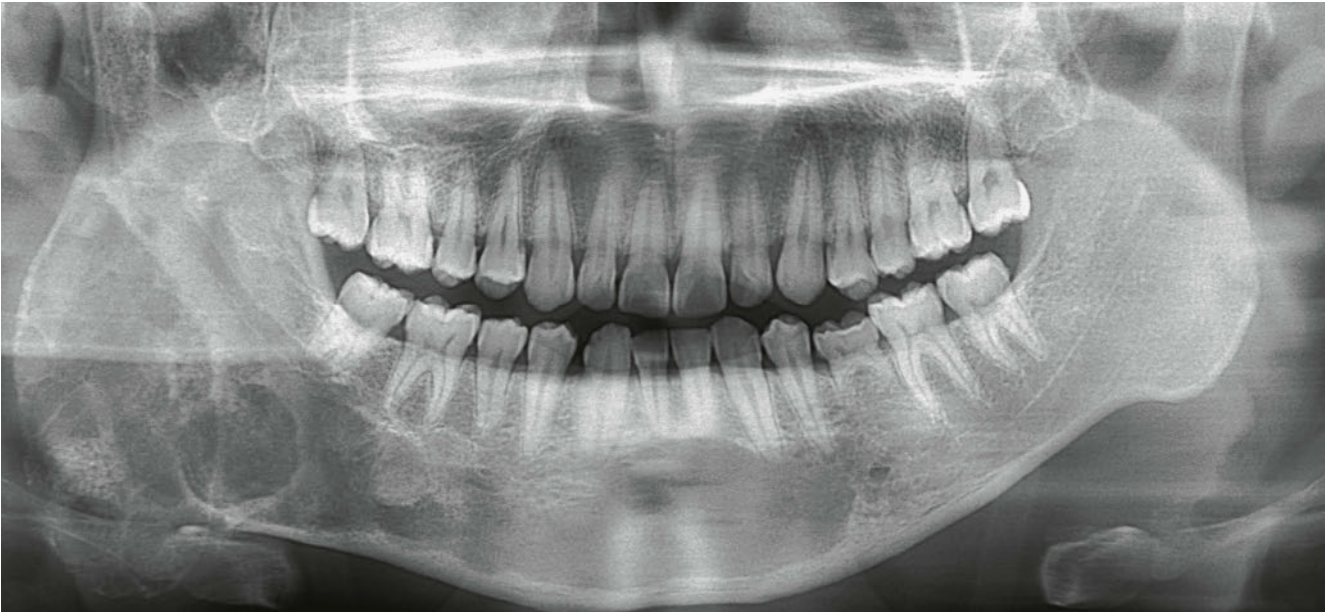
Sur l'orthopantomogramme, on observe une augmentation importante du volume de la mandibule droite, en particulier dans la zone de l'angle de la mâchoire. Dans cette zone, l'os semble partiellement radiotransparent, parfois même avec des altérations kystiques ; des zones radio-opaques sont également visibles. Les sinus maxillaires sont nettement asymétriques, le sinus maxillaire droit présentant une légère opacité homogène.
